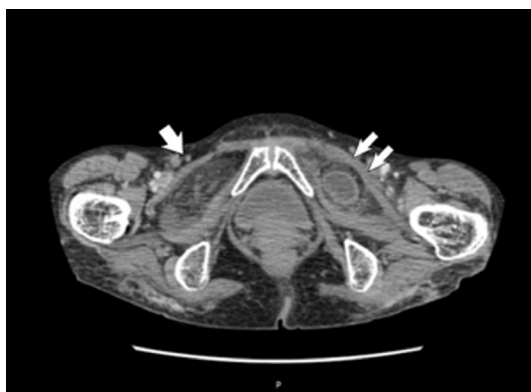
Tomografía abdominal corte axial, nótese con una flecha el defecto derecho con epiplón en su interior, con dos flechas se señala defecto herniario izquierdo con intestino en su interior
